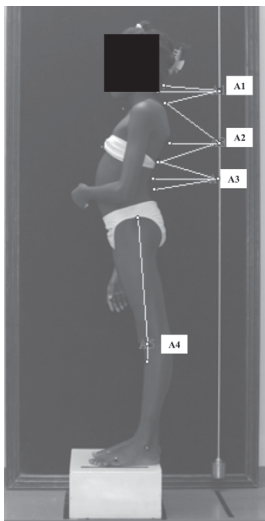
Alguns ângulos avaliados no plano sagital: A1 - Lordose cervical, A2 - Cifose torácica (CT), A3 - Lordose Lombar (LL), A4 - Flexo de joelho (FJ).
